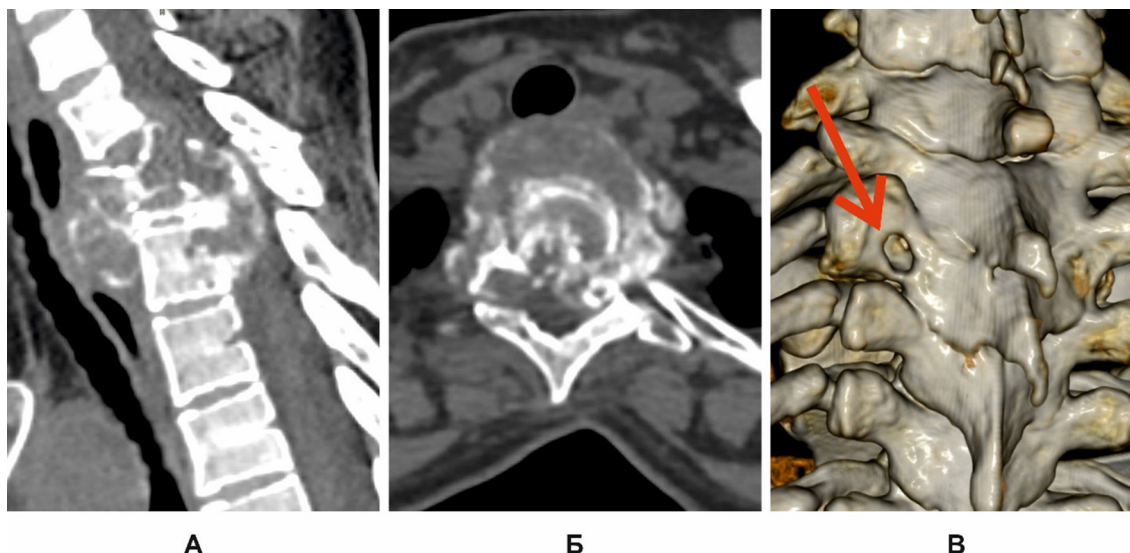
Спіральна комп'ютерна томографія ділянки шийно-грудного переходу під час госпіталізації: А – сагітальна реконструкція; Б – зріз на рівні хребця Th2; В – 3D-реконструкція. Задньобічна проекція. Стрілка вказує на післяопераційний дефект дуги
